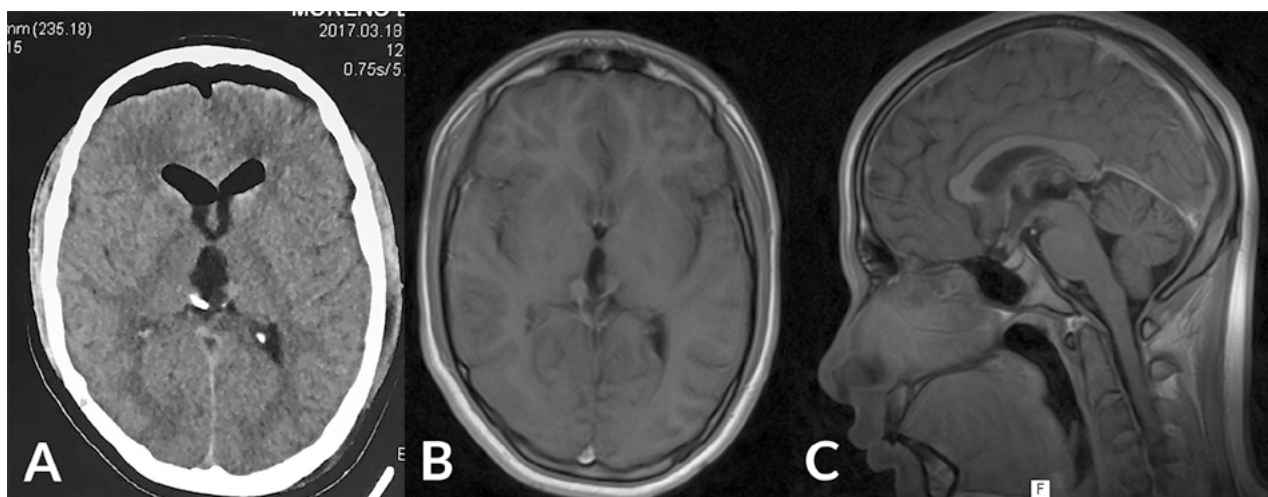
Imágenes postoperatorias. A) Tomografía computada postoperatoria inmediata con neumoencéfalo frontal. B) RMN 4 meses después T1WI con contraste, corte axial, que evidencia tenue realce de la capsula tumoral posterior. C) T1WI con contraste, corte sagital, que muestra tercer ventrículo desocupado.
